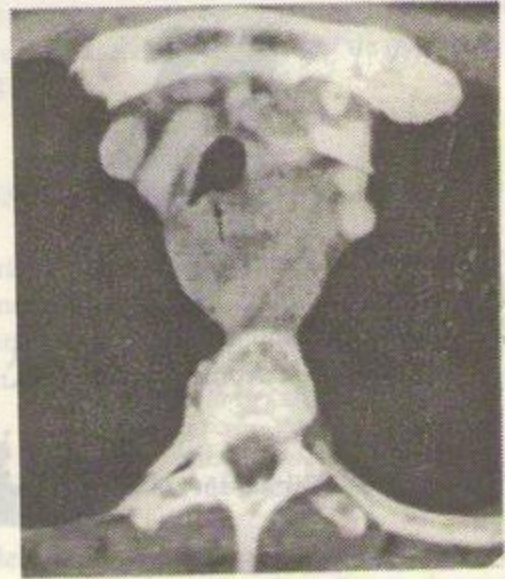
În același caz, o secțiune transversală CT la nivelul vertebrei T2 evidențiază invazia peretelui posterior al traheei și proeminență în lumenul acesteia (vezi săgeata).
